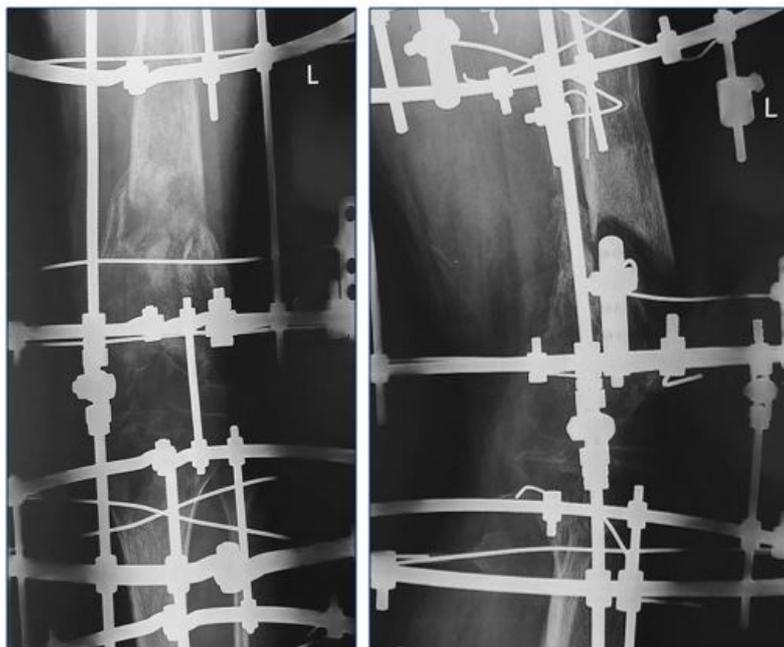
Рентгеновские снимки при поступлении
